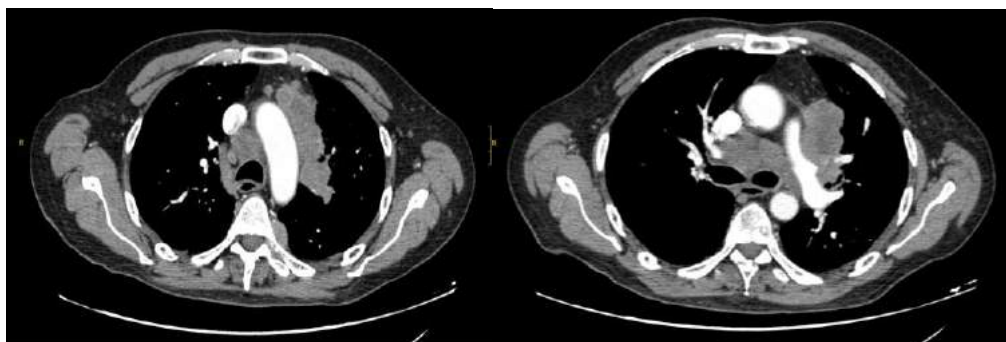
TC tórax con CIV. Cortes axiales. Tumoración suprahiliar izquierda con infiltración tanto vascular como bronquial. Conglomerados adenopáticos paratraqueales y subcarinales.
